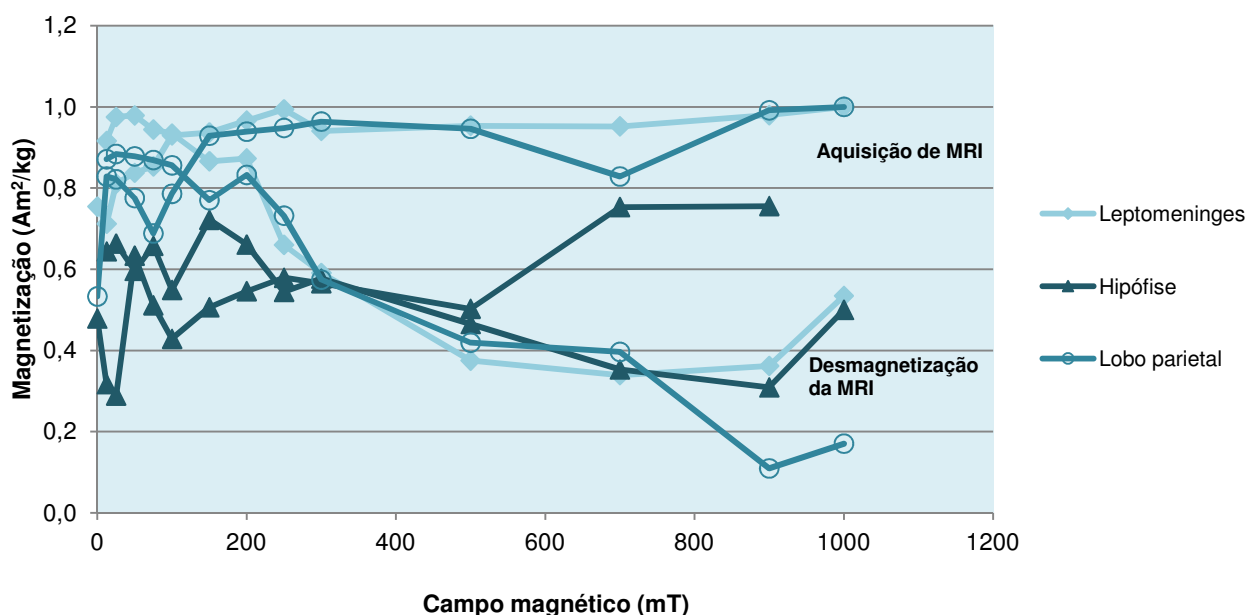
Curvas de MRI normalizadas (aquisição e desmagnetização) para as amostras das leptomeninges, hipófise e lobo parietal.
